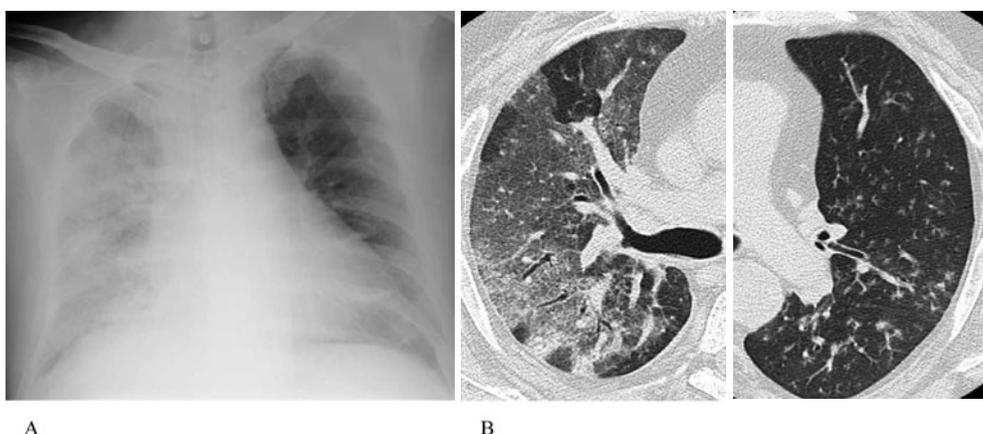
(A) Chest radiograph on admission shows diffuse ground-glass opacities in the right lung. (B) High-resolution CT on admission shows diffuse ground-glass opacities and traction bronchiectasis in the right lung and diffuse centrilobular micronodular opacities in the left lung.
